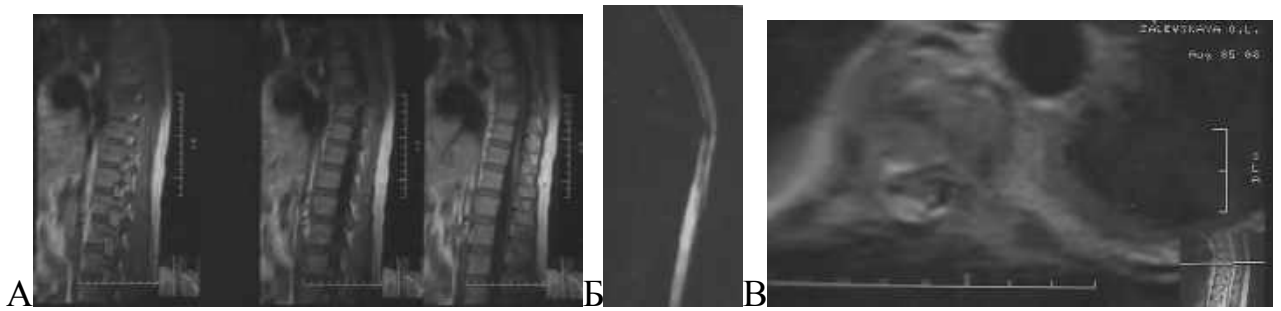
Спостереження №47. Пацієнта В-сл, 41 років (історія хвороби №758). МРТ, сагітальна та аксіальна проєкції. Консолідований компресійно-осколковий перелом тіла Th4 IV ступеня (А), зі зміщенням відламків заднього відділу тіла хребця, проникаючого до спинномозкового каналу, деформуючи його, з ушкодженням оболонки і спинного мозку; (Б) відсутність МР сигналу в ділянці дурального простору, що свідчить про наявність дрібних кісткових кортикальних фрагментів, що змістилися в хребетний канал; (В) МРТ показує сформований «дефект» мозкової тканини, що заміщується рідиною чи рубцем (рубцево-спайковий епідурит).
